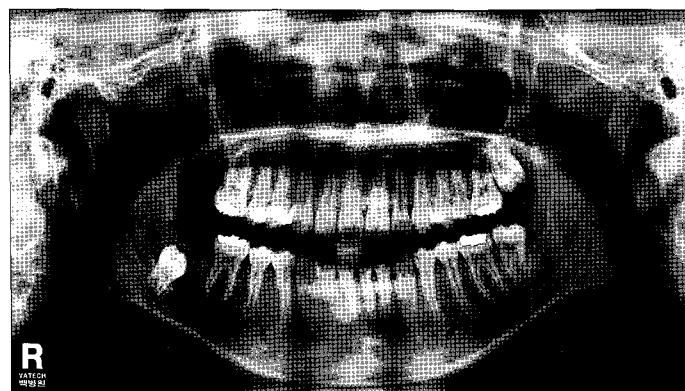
Postoperative orthopantomography of 2nd case(11months later).
